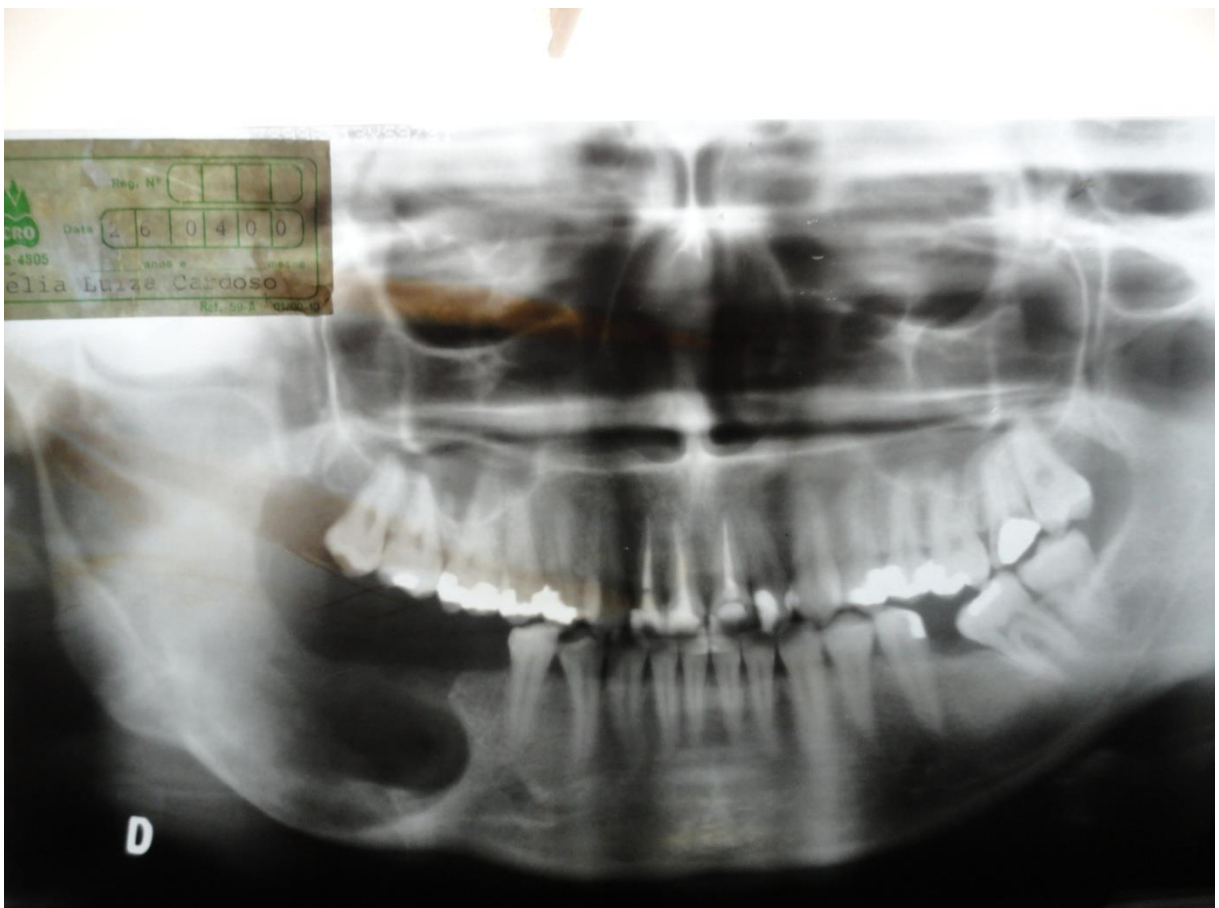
Radiografia panorâmica 2 meses após curetagem e osteotomia
